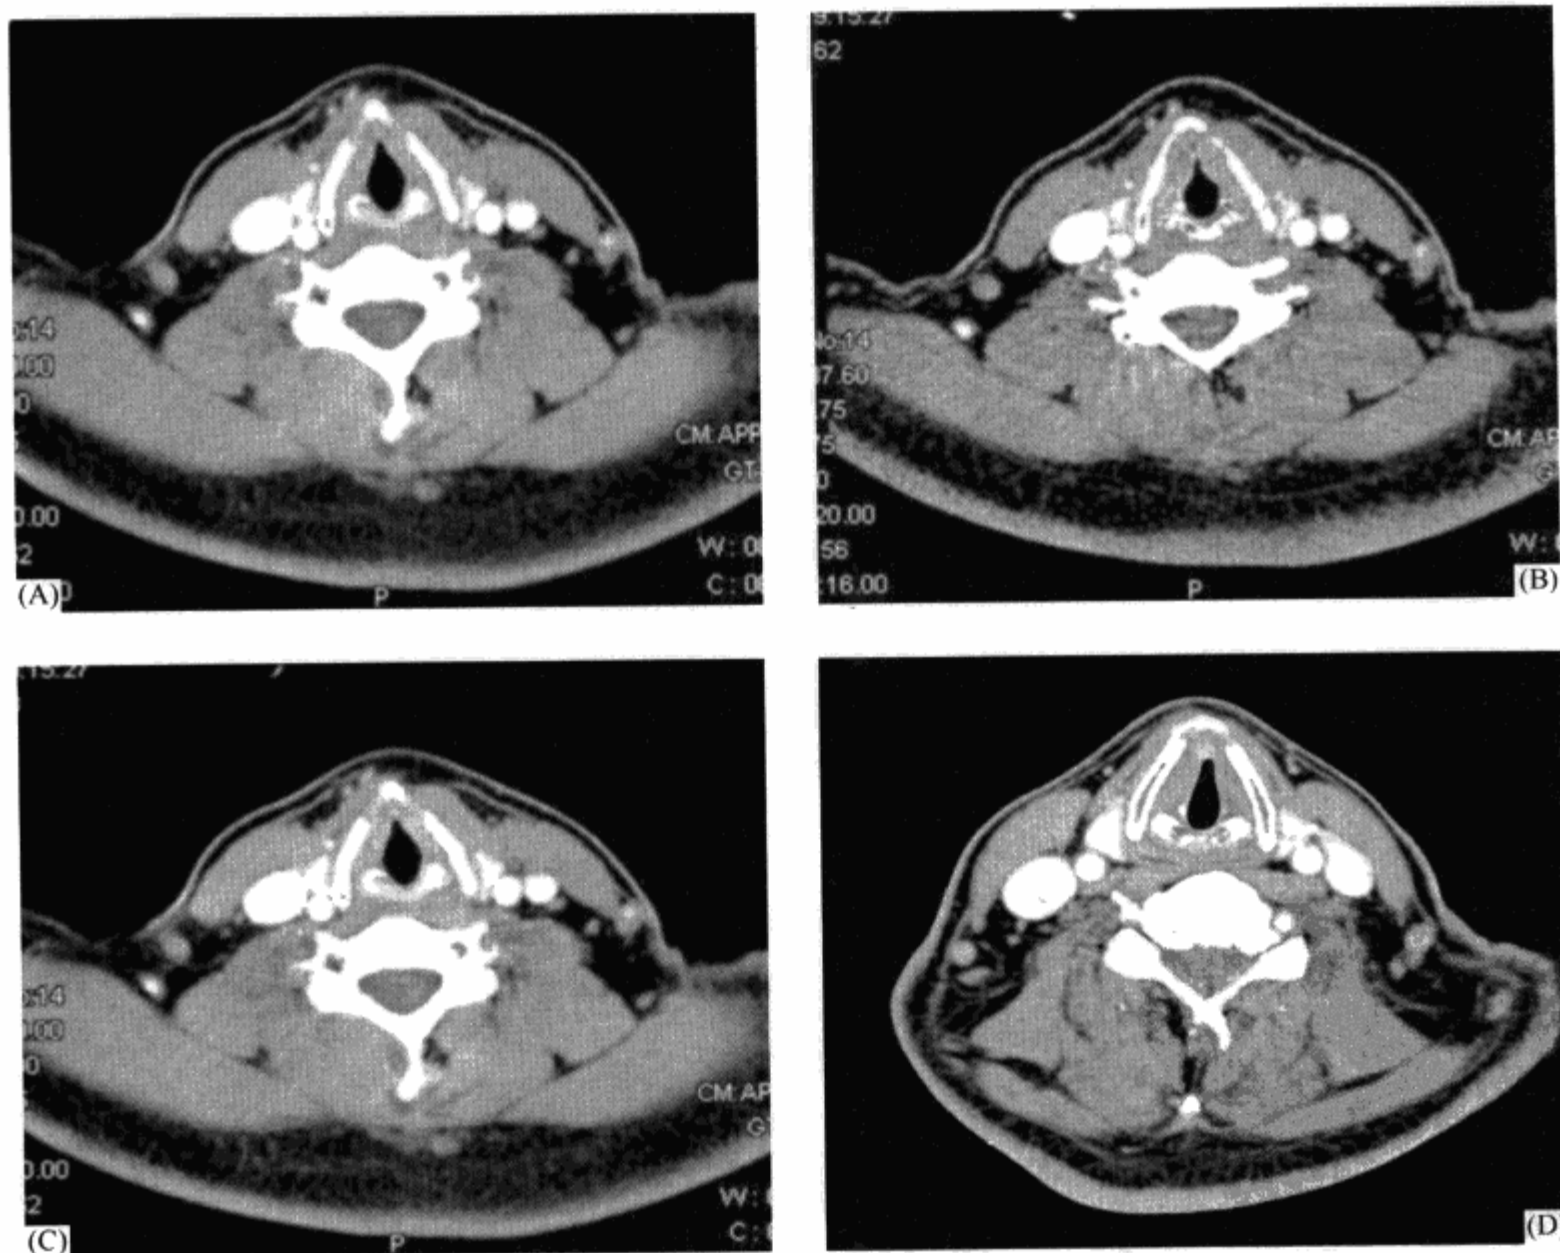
螺旋 CT 的快速容积扫描提高微小病灶的检出率
